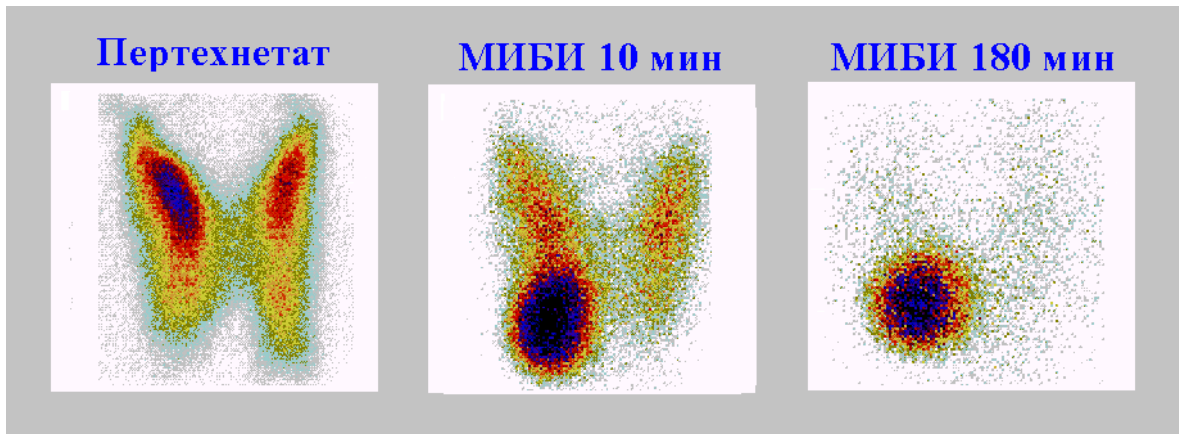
Сцинтиграфия ЩЖ с пертехнетатом и сцинтиграфия ОЩЖ с МИБИ: гиперфункционирующая аденома ОЩЖ справа.
